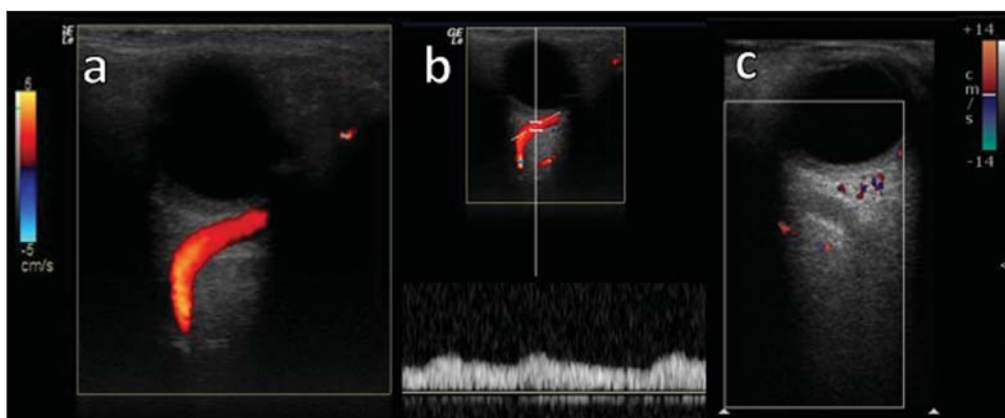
Ultrassonografia de órbitas com Doppler. a,b: Paciente do sexo feminino, 73 anos, com diagnóstico de FDSC. O fluxo sanguíneo exuberante é visto ao estudo Doppler colorido (a) e mostra-se arterializado ao estudo Doppler espectral (b) na VOS. c: Paciente do sexo feminino, 58 anos, com diagnóstico de FDSC. Observar ausência de fluxo ao estudo Doppler colorido na VOS, que apresenta material de média ecogenicidade em seu interior, compatível com trombose.
